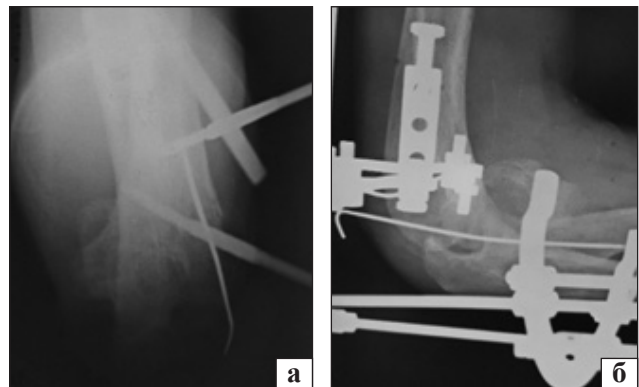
Рентгенограми в прямій (а) та бічній (б) проєкціях ліктьового суглоба після другого хірургічного втручання
